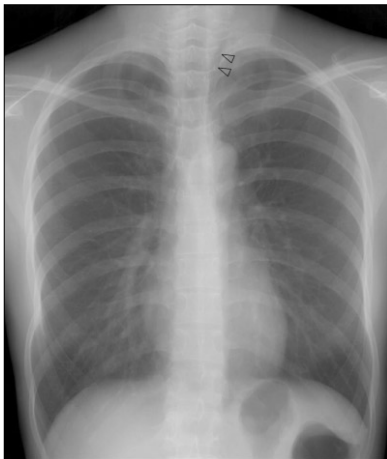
Chest PA radiograph demonstrates extension of cervical subcutaneous emphysema into the mediastinum (arrowheads).
